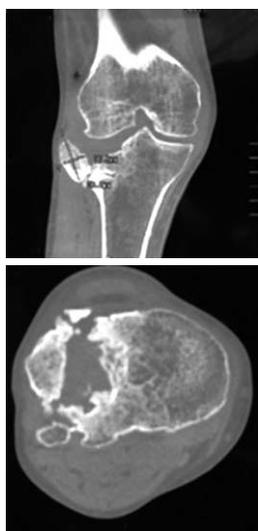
Компьютерные томограммы коленного сустава пациента 70 лет с посттравматическим дефектом проксимального отдела большеберцовой кости: MPR-реконструкция, фронтальная плоскость и аксиальный срез через проксимальный отдел большеберцовой кости
